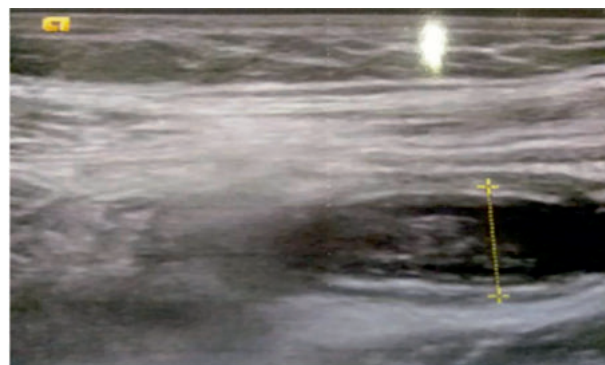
УЗИ измененного червеобразного отростка при ТВО
